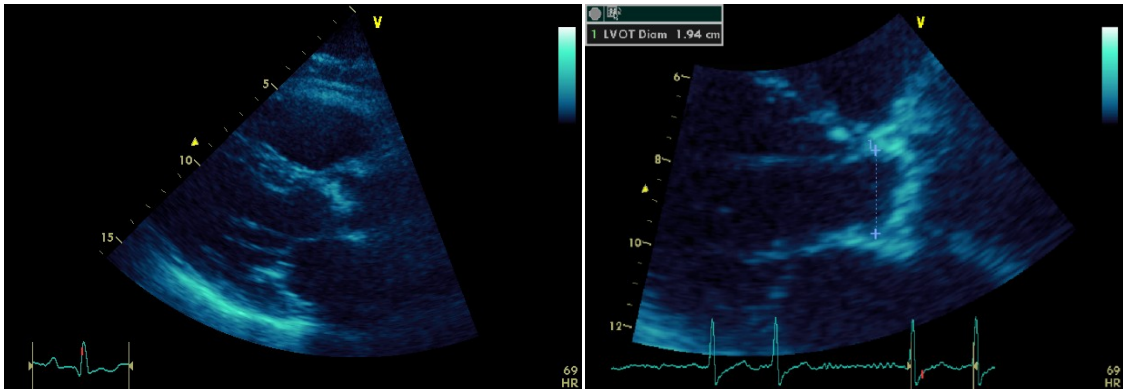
Parasternale Längsachse (links) mit Darstellung des LVOT (rechts)
